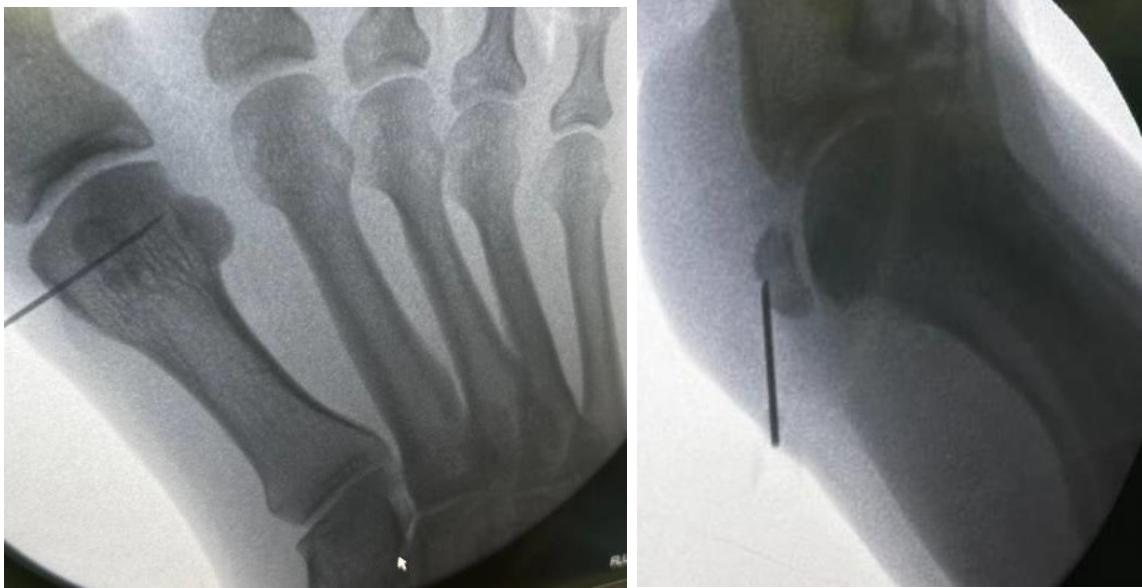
Интраоперационная рентгенография
